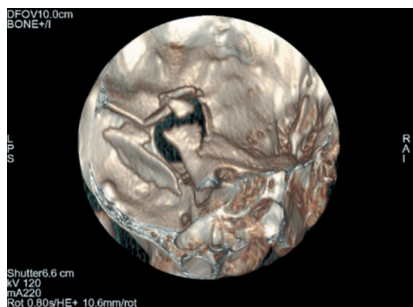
КТ-исследование головы (3D реконструкция) вид со стороны средней черепной ямки
